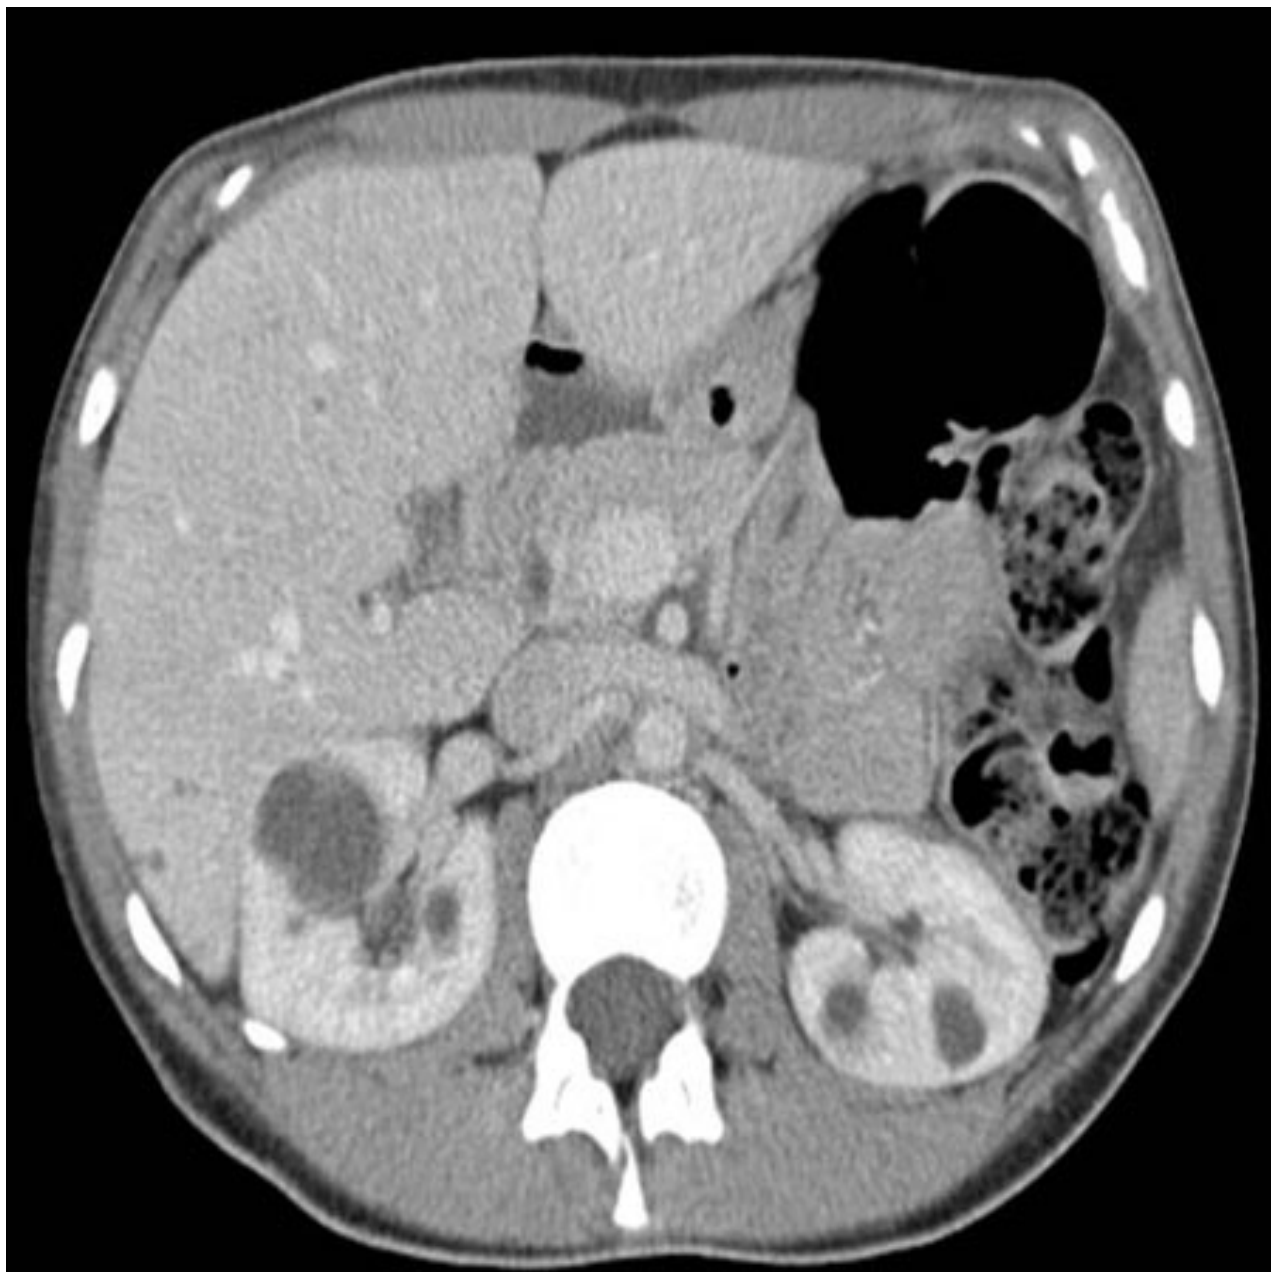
Tomografia computadorizada (TC) do abdome e da pelve de um paciente com doença leve
